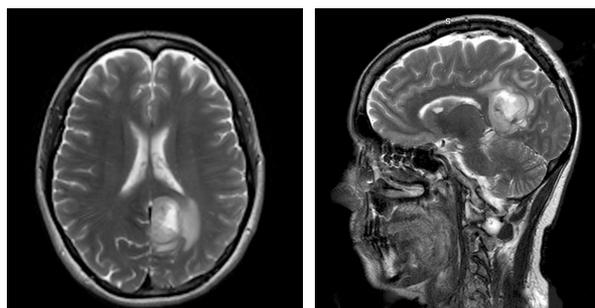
Пациентка Y. МРТ T2 ВИ. Опухоль в медиальных отделах левой теменной доли.
